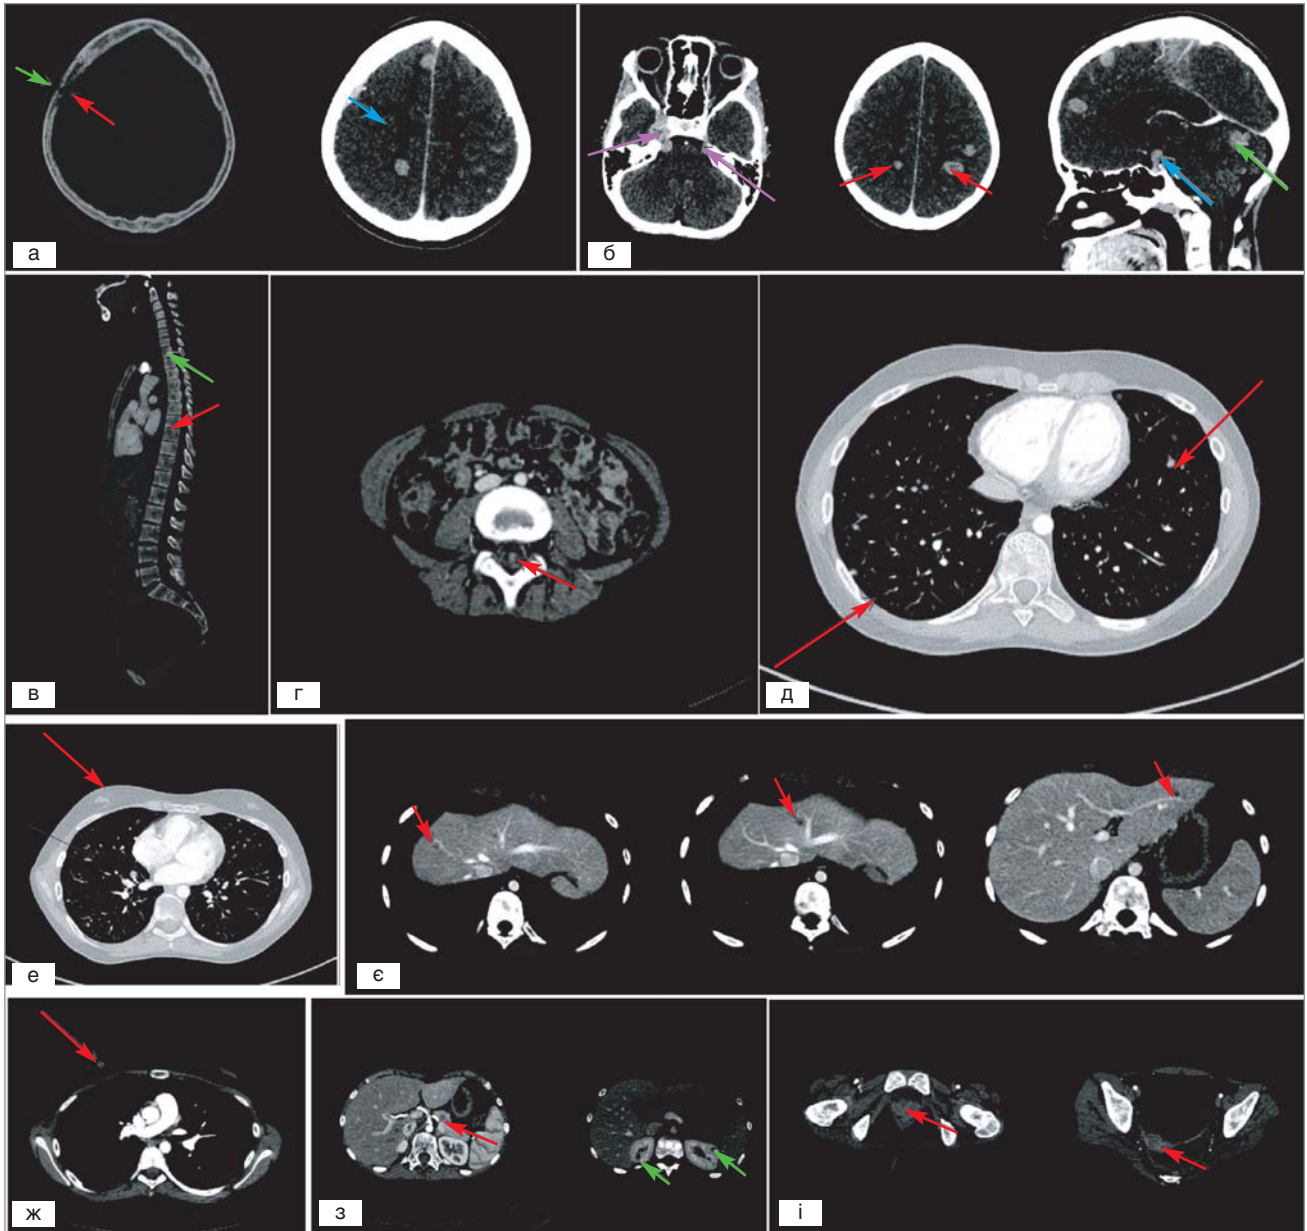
КТ із внутрішньовенним контрастом: а – нечітко контурована ділянка деструкції правої тім'яної кістки (червона стрілка) з підпапневротичним компонентом (зелена стрілка) та епісубдуральним компонентом з інвазією ТМО ознаками накопичення КР (синя стрілка); б – в обох гемісферах ГМ (червона стрілка), мозочка (зелена стрілка) візуалізуються гіперденсні вогнища, що інтенсивно накопичують КР. Аналогічне вогнище – в гіпофізі (синя стрілка), трійчатому нерві білатерально, більш виражене справа (фіолетова стрілка); в – у хребцях на усіх рівнях множинні літичні (червона стрілка) та склеротичні (зелена стрілка) вогнища; г – вузлові утвори спинномозкового каналу, що залучають корінці та спинномозкові нерви шийного і поперекового відділів хребта; д – у паренхімі обох легень візуалізуються множинні поліморфні солідні вузлики на зразок «матового скла» нечітко контуровані, середнім розміром від 1 до 6 мм, розміщені субплеврально, периваскулярно; е – уздовж міжчасткової плеври простежуються вузловий утвір розміром до 6 мм, що накопичує КР; є – гіподенсні утвори SIVa, SVIII правої частки печінки, SII лівої частки без ознак накопичення КР; ж – у верхньолатеральному квадранті правої молочної залози візуалізується вузловий гіподенсний утвір середнього розміру до 11 мм (схожий утвір — у лівій молочній залозі); з – гіподенсні утвори підшлункової залози (червона стрілка) та обох нирок (зелена стрілка); і – у тілі, шийці, піхві візуалізуються вузлові утвори, що помірно накопичують КР
